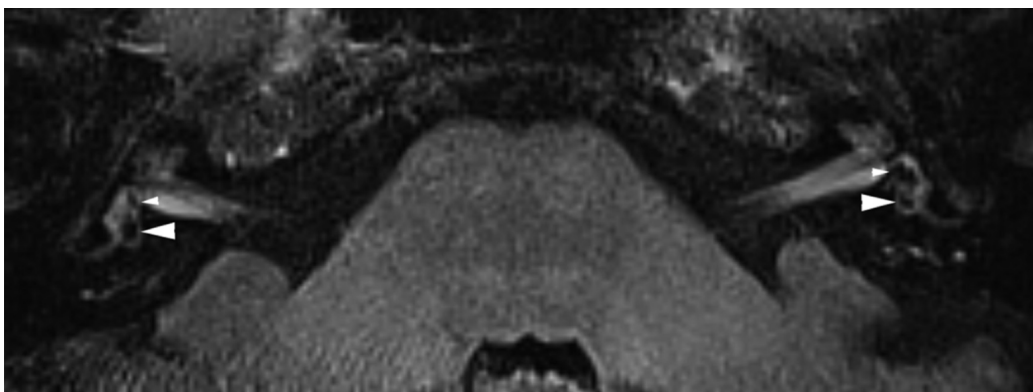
Mulher de 67 anos diagnosticada com DM definitiva pelos critérios de Barány 2015, confinada ao ouvido esquerdo. Imagem obtida por RM 3D-FLAIR 4 horas após administração de gadolínio intratímpanico. À direita, o utrículo (seta larga) e o sáculo (seta pequena) podem ser discriminados, estes achados são normais. No entanto, à esquerda o sáculo está alargado e maior que o utrículo mas não são ainda confluentes. Este achado seria classificado como normal segundo os critérios de Baráth. [3].
